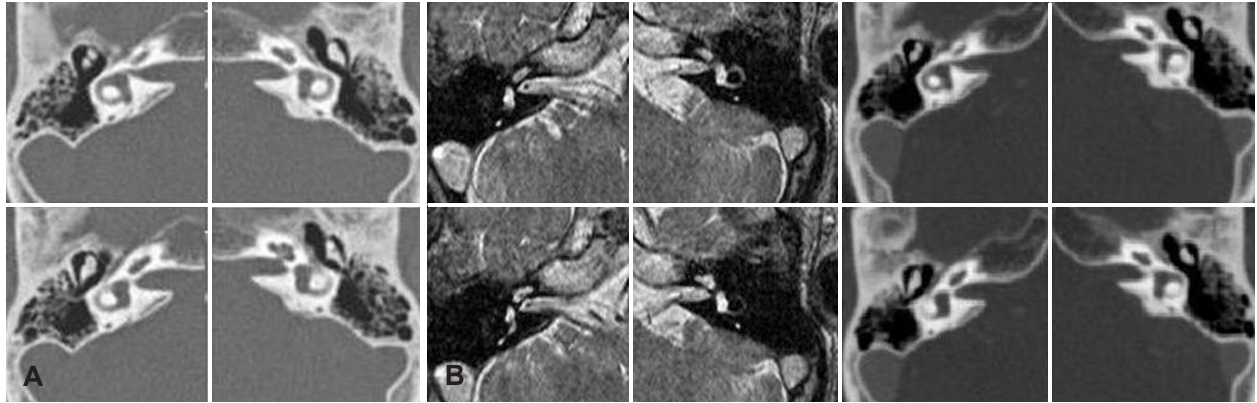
Relation between endolymphatic sac and posterior fossa tumor. Endolymphatic sac lied on the posterior fossa is a potential space with thin luminal. The location can be anticipated on axial images of high resolution temporal bone CT at the level of vestibular aqueduct and its operculum on the right side. However, such structures are obscured on the left side of the posterior aspect of the temporal bone, possibly due to loss of flow by tumor compression (A). Broad based meningioma located on the posterior fossa is observed on T2 weighted MRI and contrast enhanced CT at the same level of left endolymphatic sac (B). CT: computed tomography, MRI: magnetic resonance image.
